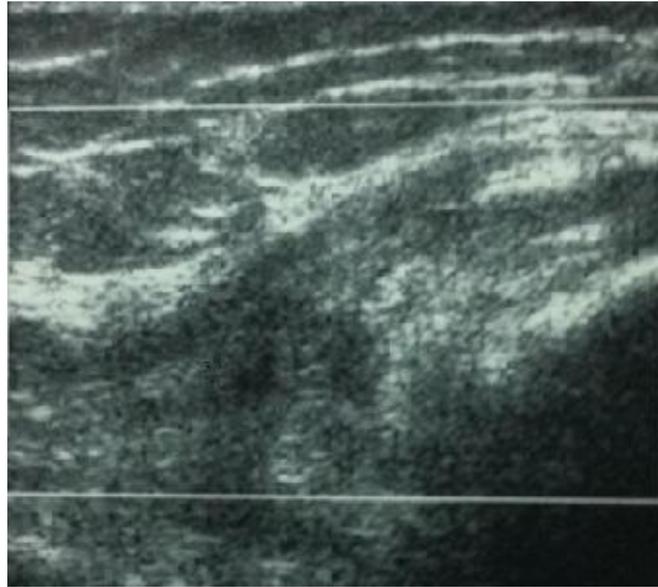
Échographie montrant la rupture de la portion distale du tendon du muscle droit antérieur.
